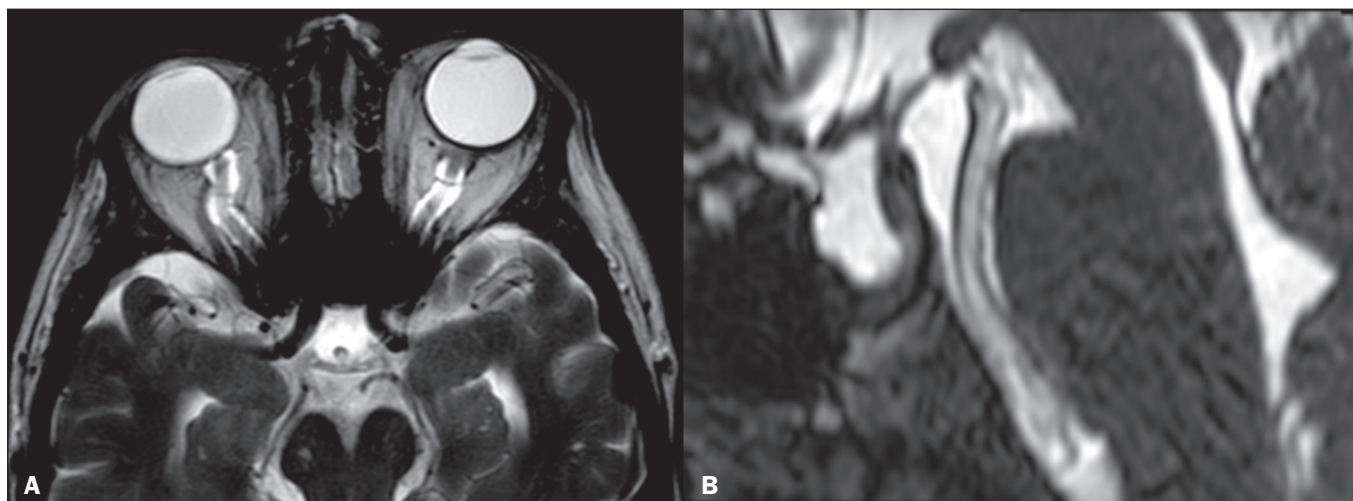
Cortes axial (A) e sagital (B) de RM ponderados em T2 mostram distensão da bainha líquorica dos nervos ópticos e discreta tortuosidade destes, achatamento da esclera posterior e sela turca vazia.
